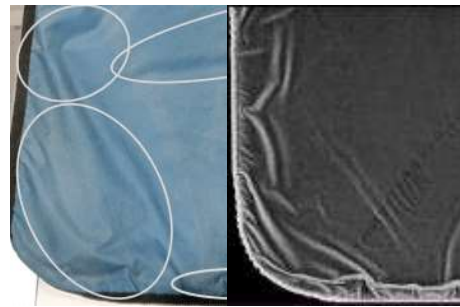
Citra Radiografi Apron A (Kuadran I)
